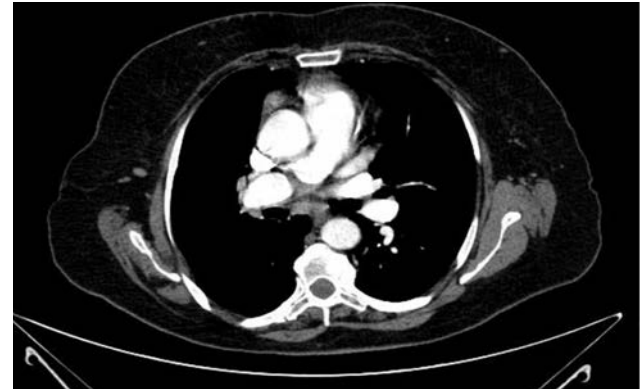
Üç numaralı olgunun çekilen toraks bilgisayarlı tomografide sağ ana pulmoner arteri tama yakın oblitere eden alt lob segmenter ve subsegmenter dallarına yayılan emboli/trombüs ile uyumlu dolma defekti
